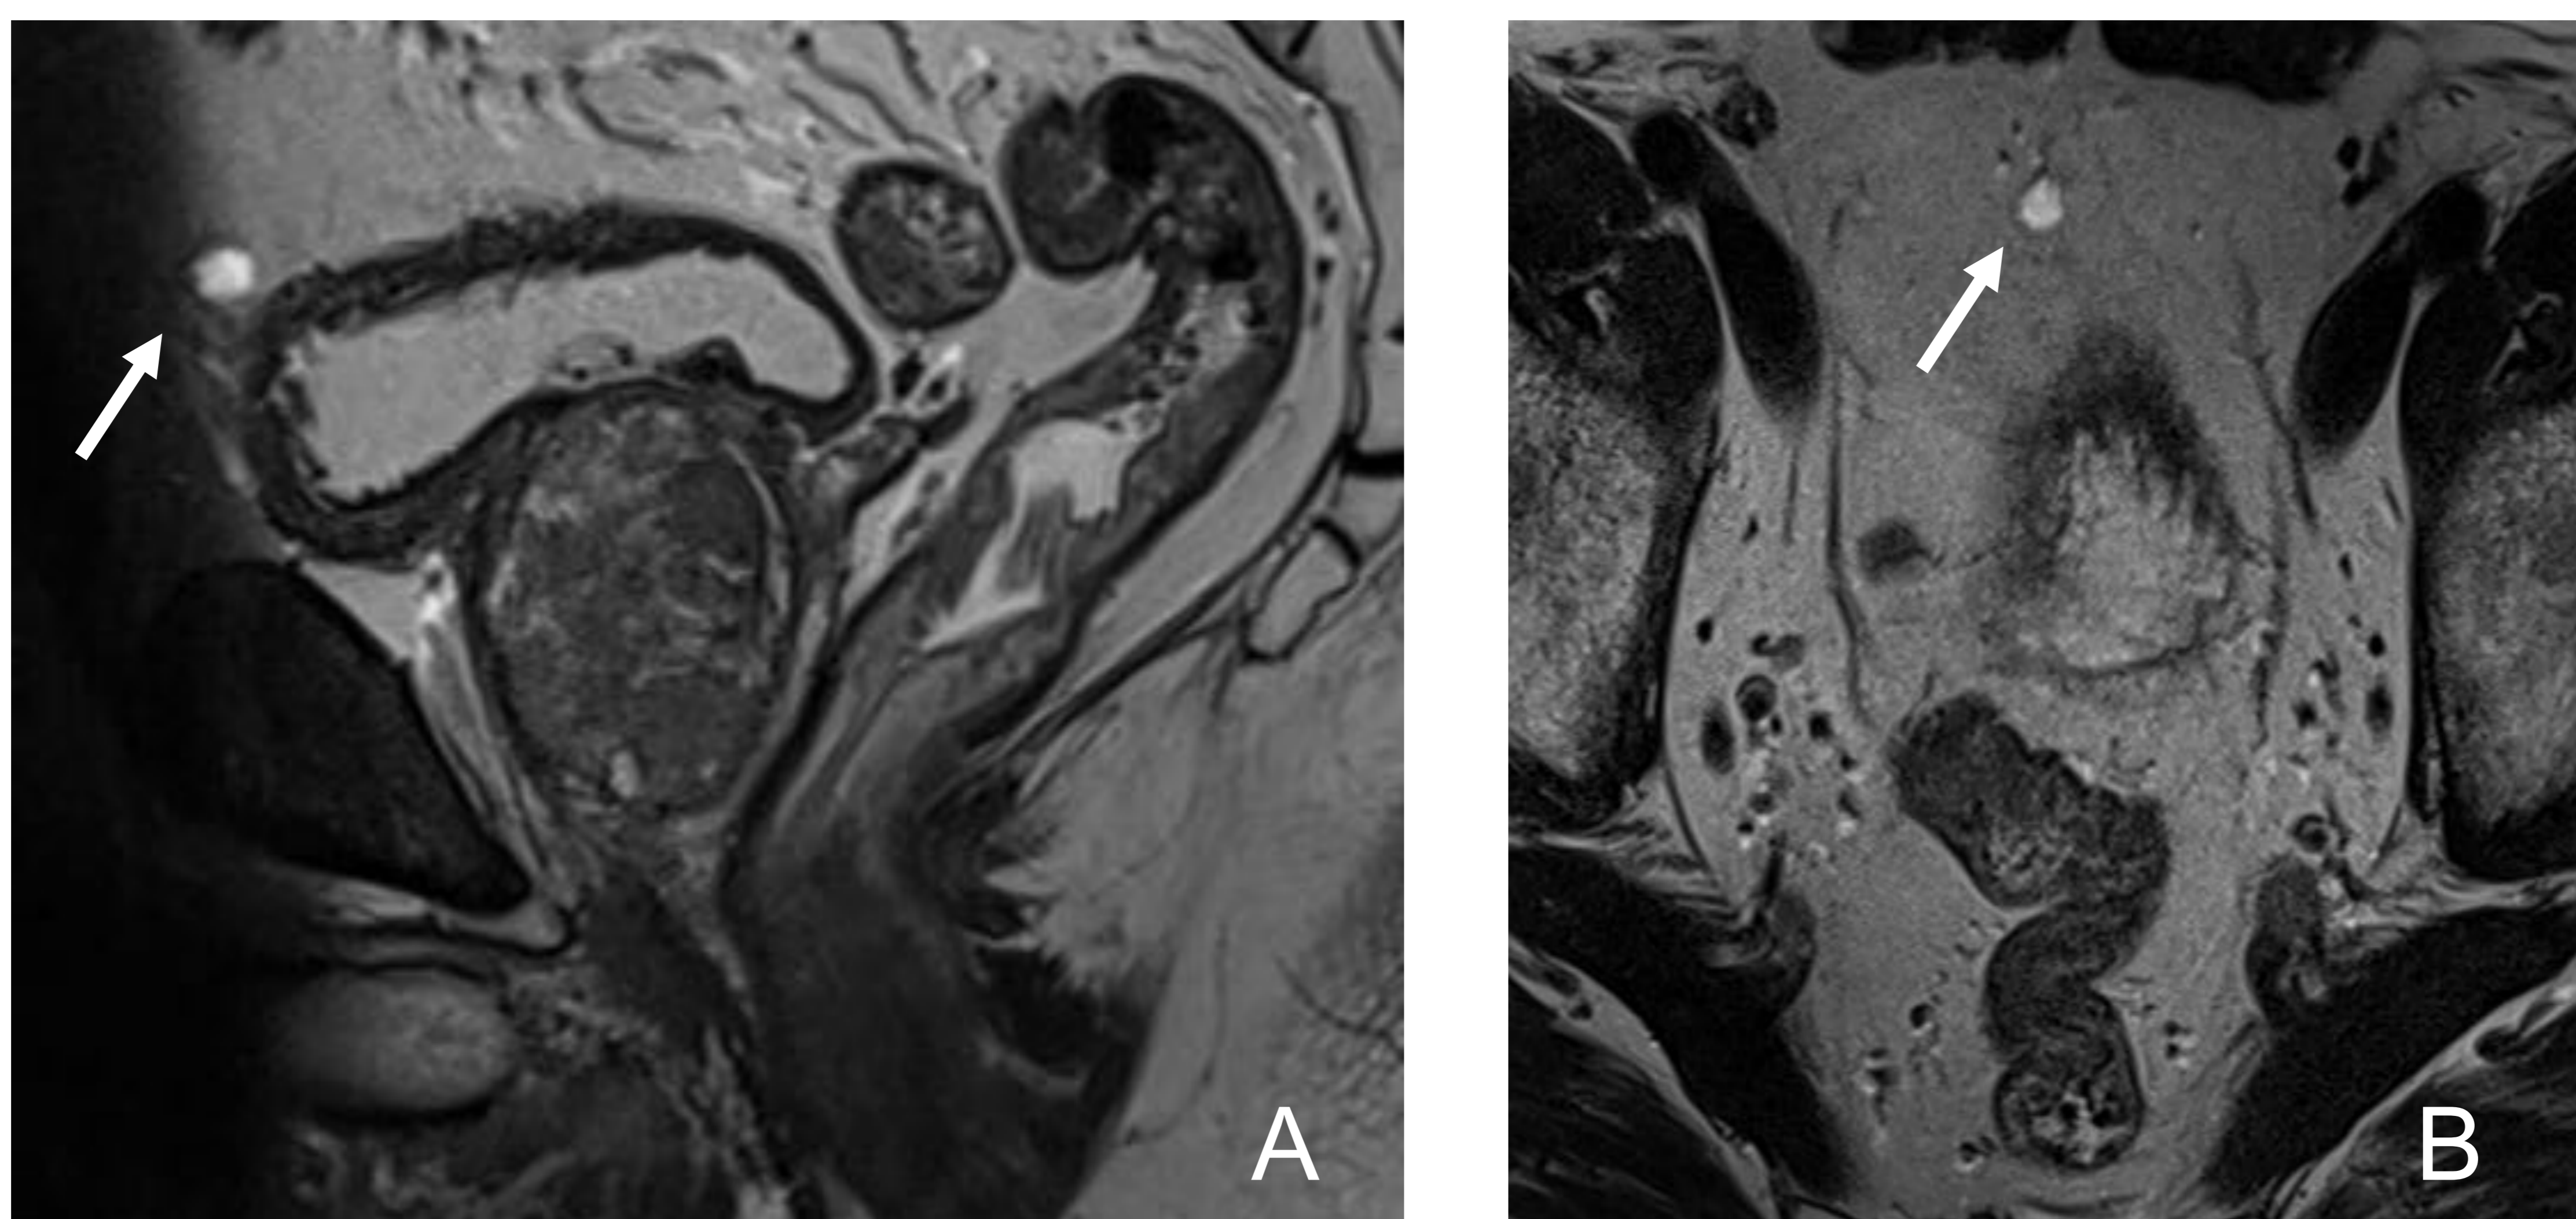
RM de pelvis, secuencias potenciadas en T2 en plano sagital (A) y axial (B). Lesión nodular de bordes bien definidos con contenido marcadamente hiperintenso, líquido en su interior, situada en línea media, superoanterior a la cúpula vesical (flechas), compatible con quiste del uraco. Hallazgo incidental en varón de 70 años.
